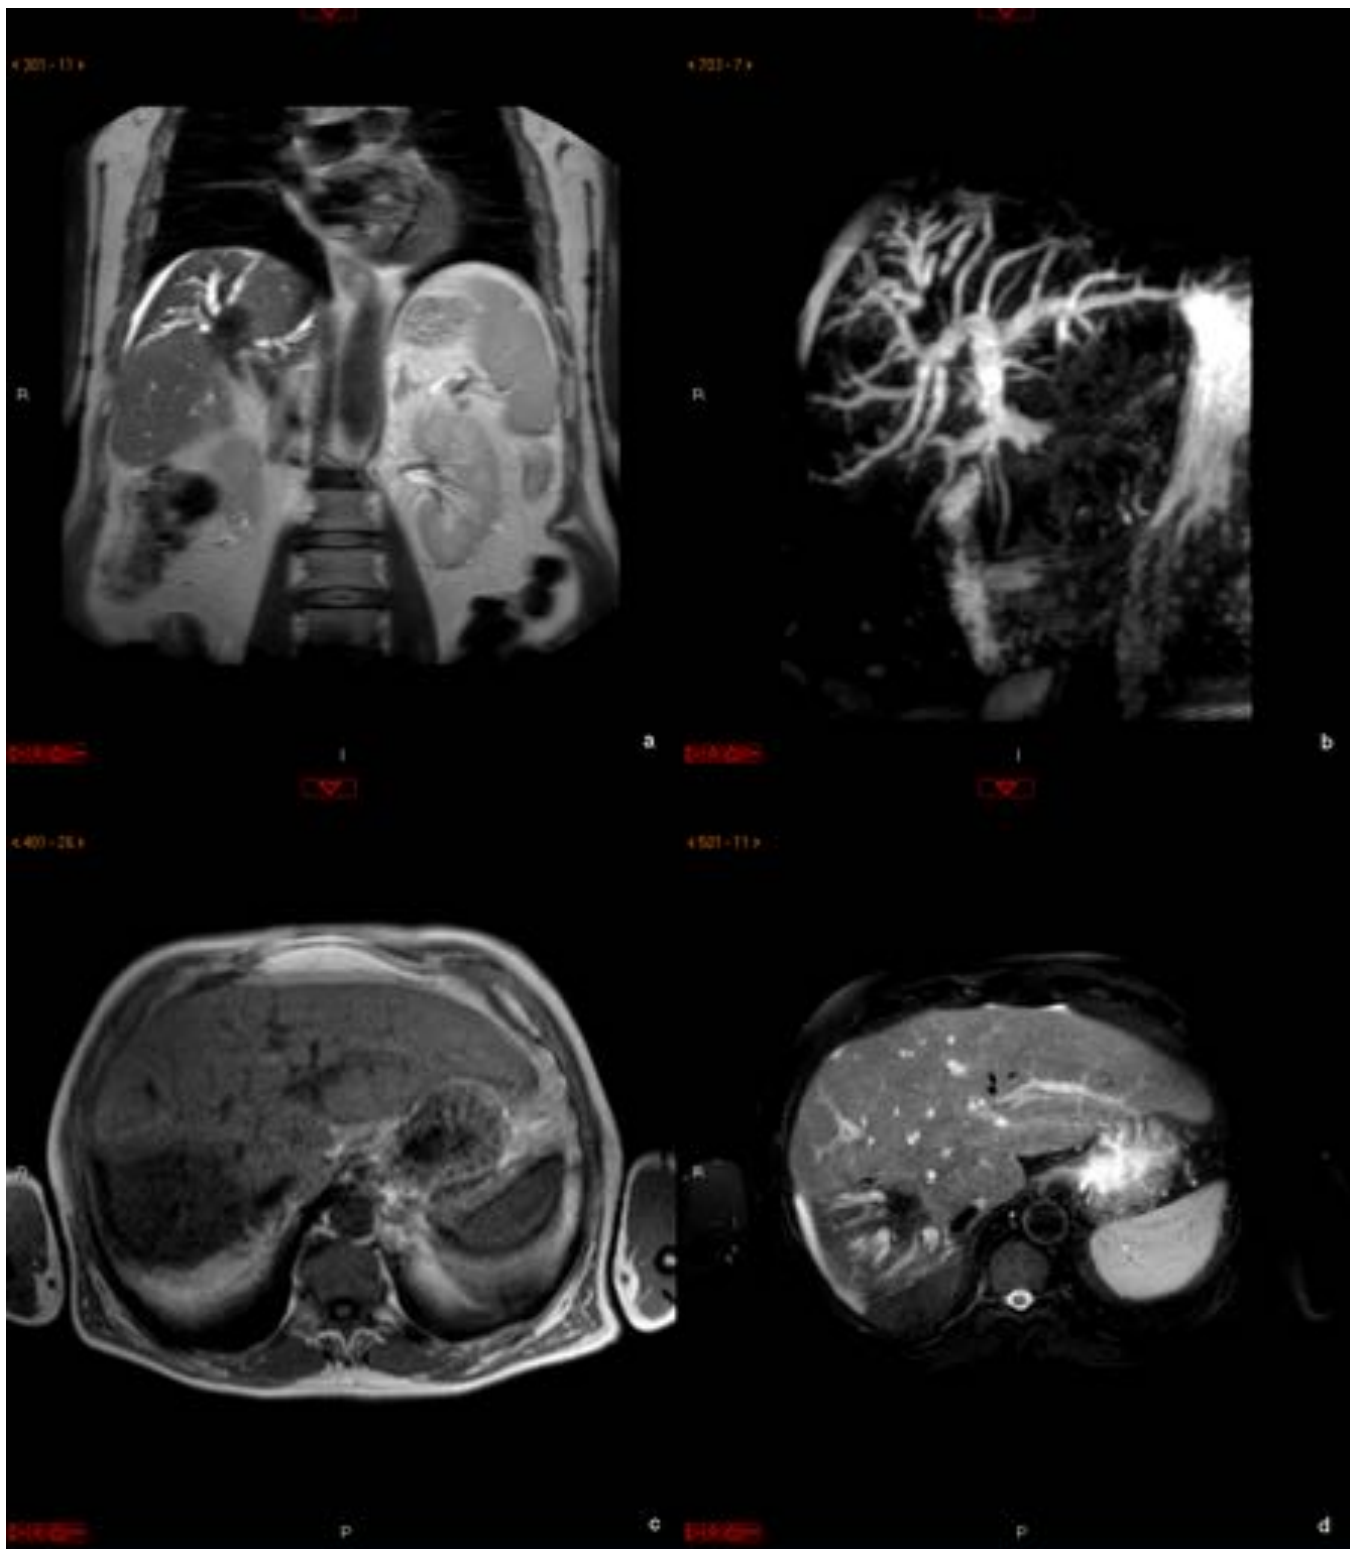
Paciente anterior con sospecha de colangiocarcinoma intrahepático. Se realiza RM abdomen/ColangioRM (secuencias coronales Ssh TE y ColangioRM/ axiales T1 fase y T2 SPIR): Hallazgos en relación a cirrosis hepática e hipertensión portal. Lesión focal en segmentos VII-VIII de 5 cm con señal hipointensa en T1 e intermedia T2 que condiciona una dilatación de la vía biliar intrahepática. Adenopatías en ligamento gastrohepático, portales, mesentéricas y retroperitoneales. Continua....
